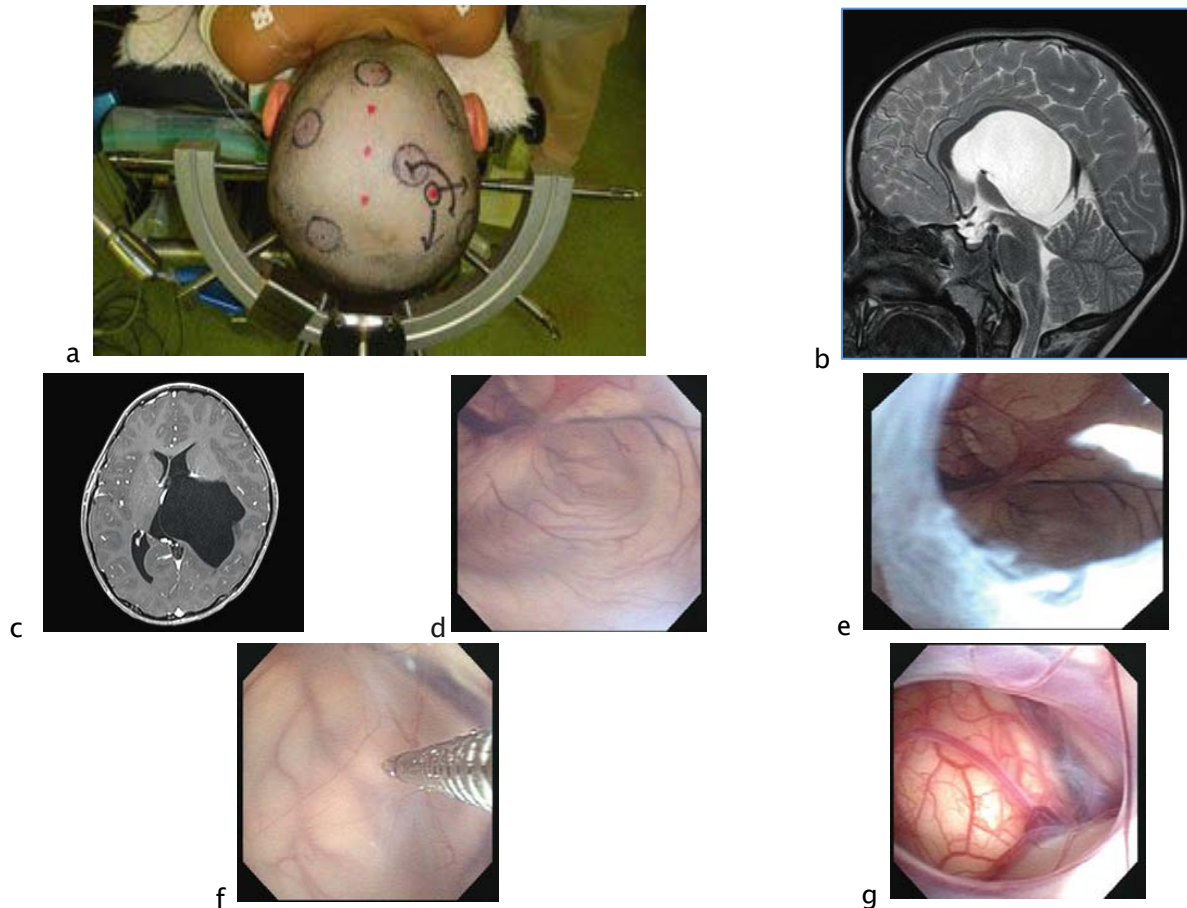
La fenestration du kyste arachnoïdien du ventricule latéral. Ceci est un patient de 5 ans avec diagnostic in utero d'un grand péri ventriculaire kyste qui n'a pas été traité jusqu'à ce que le patient devienne symptomatique (crises d'épilepsie). L'augmentation de la taille des kystes a été confirmée sur 7 mois d'observation et de chirurgie a été réalisée. (a–c) La chirurgie est réalisée en position couchée avec résonance magnétique (IRM) aide à la navigation (en haut à gauche). (d) Mur de kystes dans le ventricule latéral gauche. (e) Fenestration (ventriculocystostomie). f) Poursuite de la fenestration à l'intérieur du kyste. (g) Fenestration à la base du kyste (cystocisternostomie).[1]
